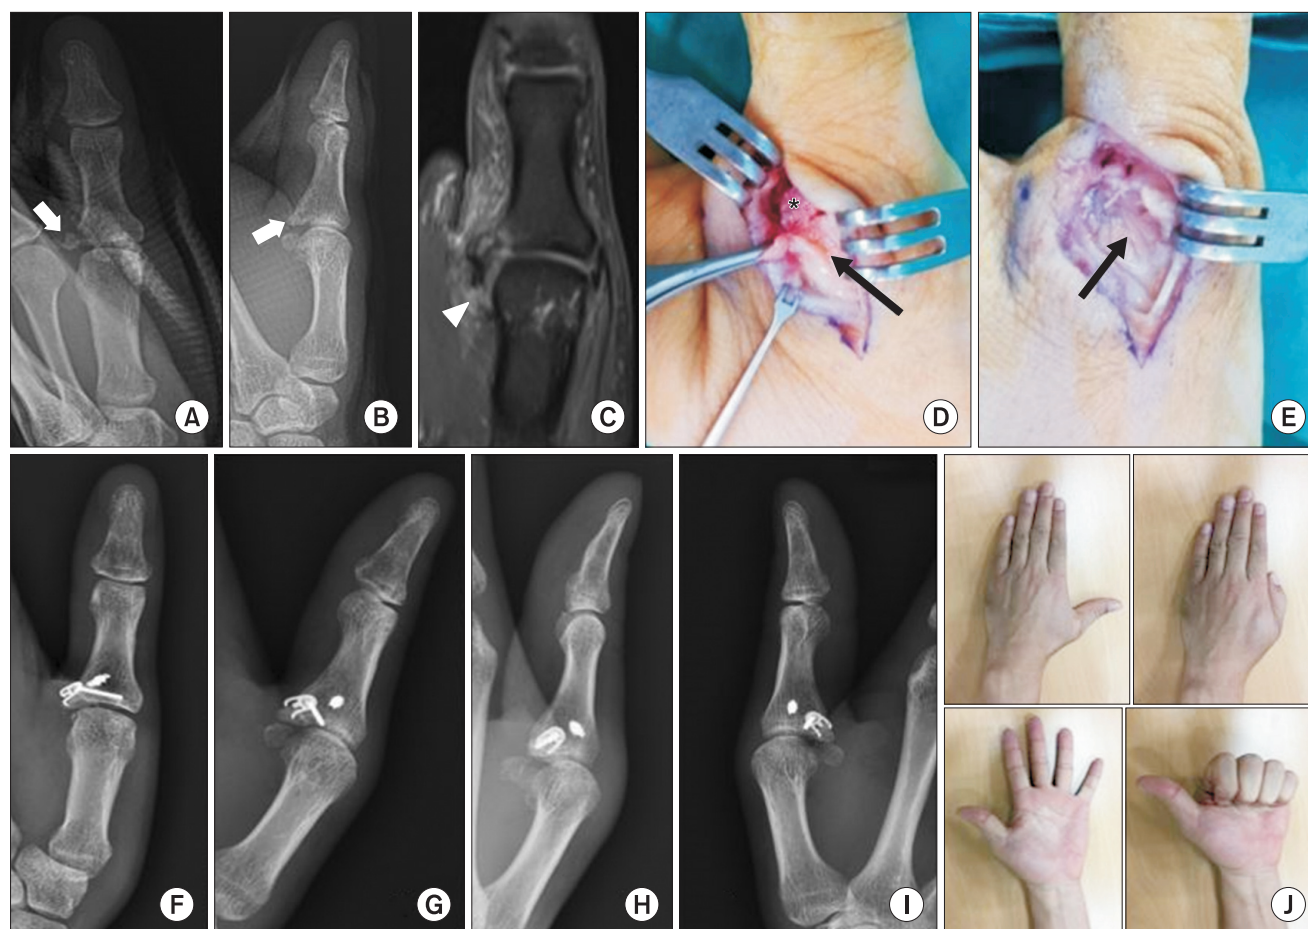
A 35-year-old female sustained an outstretched injury of the left thumb metacarpophalangeal joint. (A, B) A preoperative plain radiographs showed displaced 1st proximal phalanx base fracture (white arrows). (C) Ulnar collateral ligament (UCL) avulsion fracture with Stener lesion was observed on the 1st metacarpophalangeal joint on magnetic resonance imaging (white arrowhead). (D, E) The UCL avulsion fragment was located above the adductor aponeurosis (black asterisk). After capsule opening, the bone fragment was reduced via hook plate fixation. The surrounding soft tissues were well repaired. (F-H) Postoperative images showed stable fixation of the bone fragment. (I) At 3 months postoperatively, X-ray was well maintained and recovered to full range of motion without pain.
